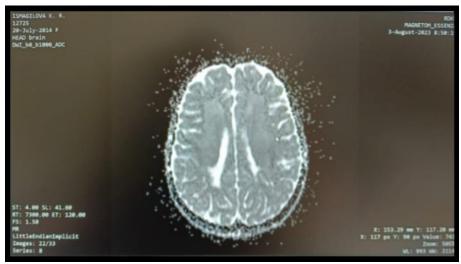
Пациентка К. 9 лет, MPT режим DWI.
